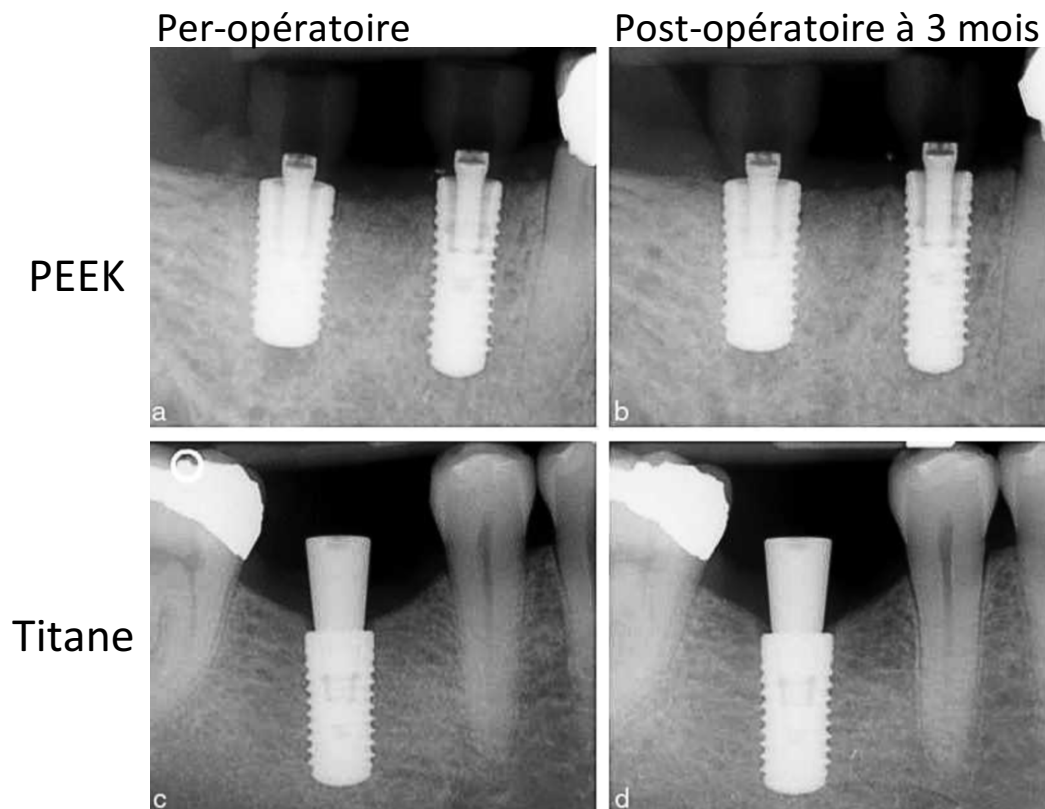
radiographies de contrôle des piliers de cicatrisation per- et post-opératoires à 3 mois des implants avec piliers de cicatrisation en PEEK et en titane [37]
